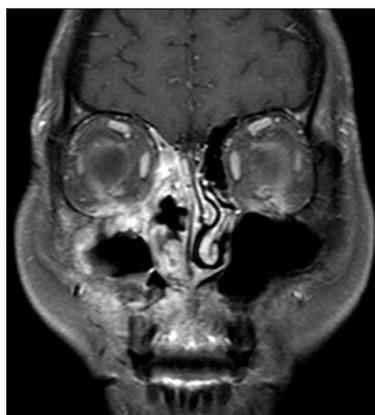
Preoperative paranasal sinus magnetic resonance imaging. There was a high signal intensity in the extraconal soft tissue space of the orbital inferior wall on the T1 weighted image with contrast enhancement.
